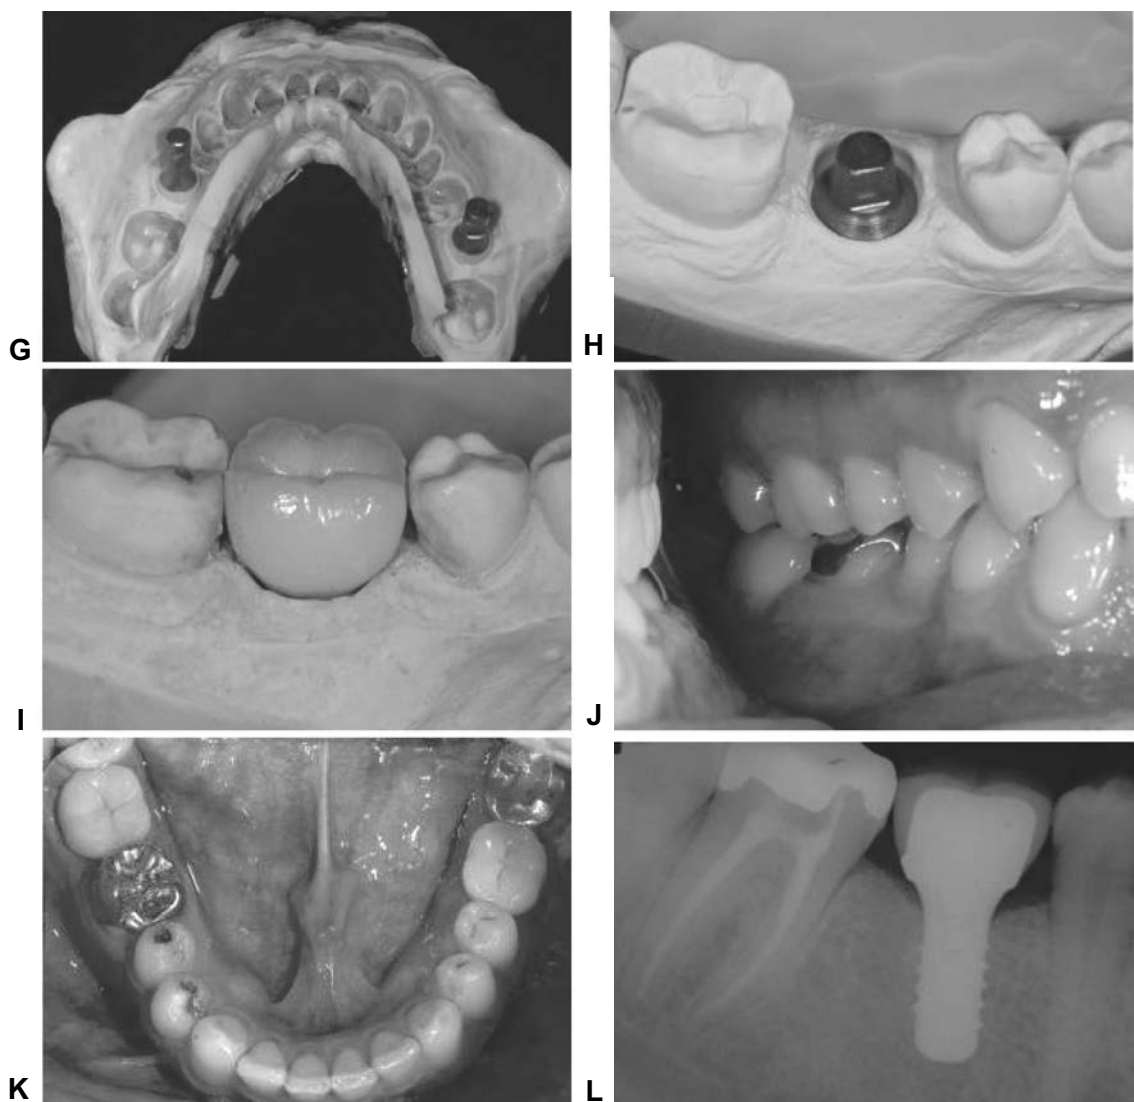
(Continuación). Una vez que se ha corrido la impresión, se obtiene la posición exacta del implante y aditamento protésico (H), en el modelo. Sobre éste se fabrica la corona (I), la cual posteriormente es cementada en boca (J) para terminar el tratamiento (K). Se toma una radiografía (L), en la que se verifica que no queden restos de cemento, y que servirá además como punto de partida para los controles subsecuentes.
